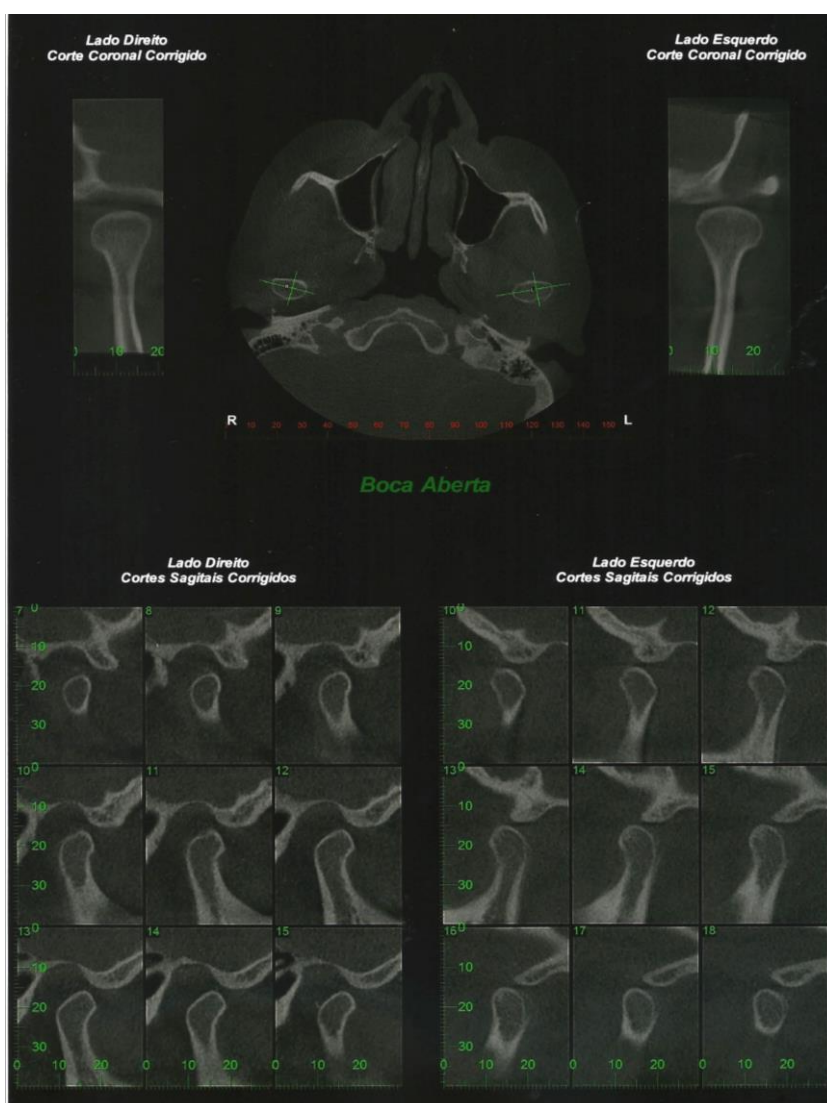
Exame de tomografia computadorizada de ATM
